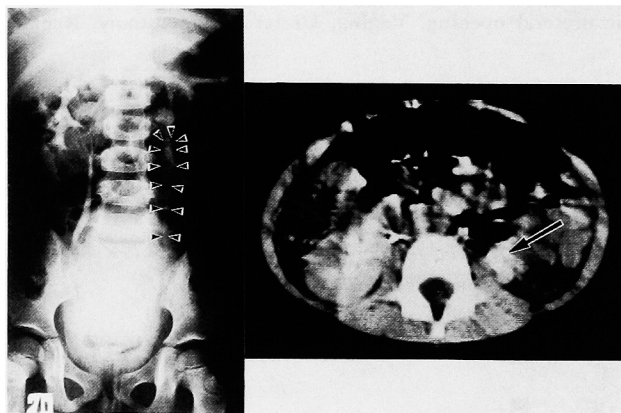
Excretory urogram reveals slight excretion of contrast medium to left renal pelvis and ureter. Contrast enhancement CT scan shows excretion of contrast medium to left renal pelvis.
